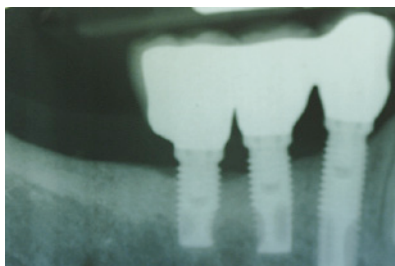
Una radiografia mostra i tre impianti in posizione dopo 2 anni.
